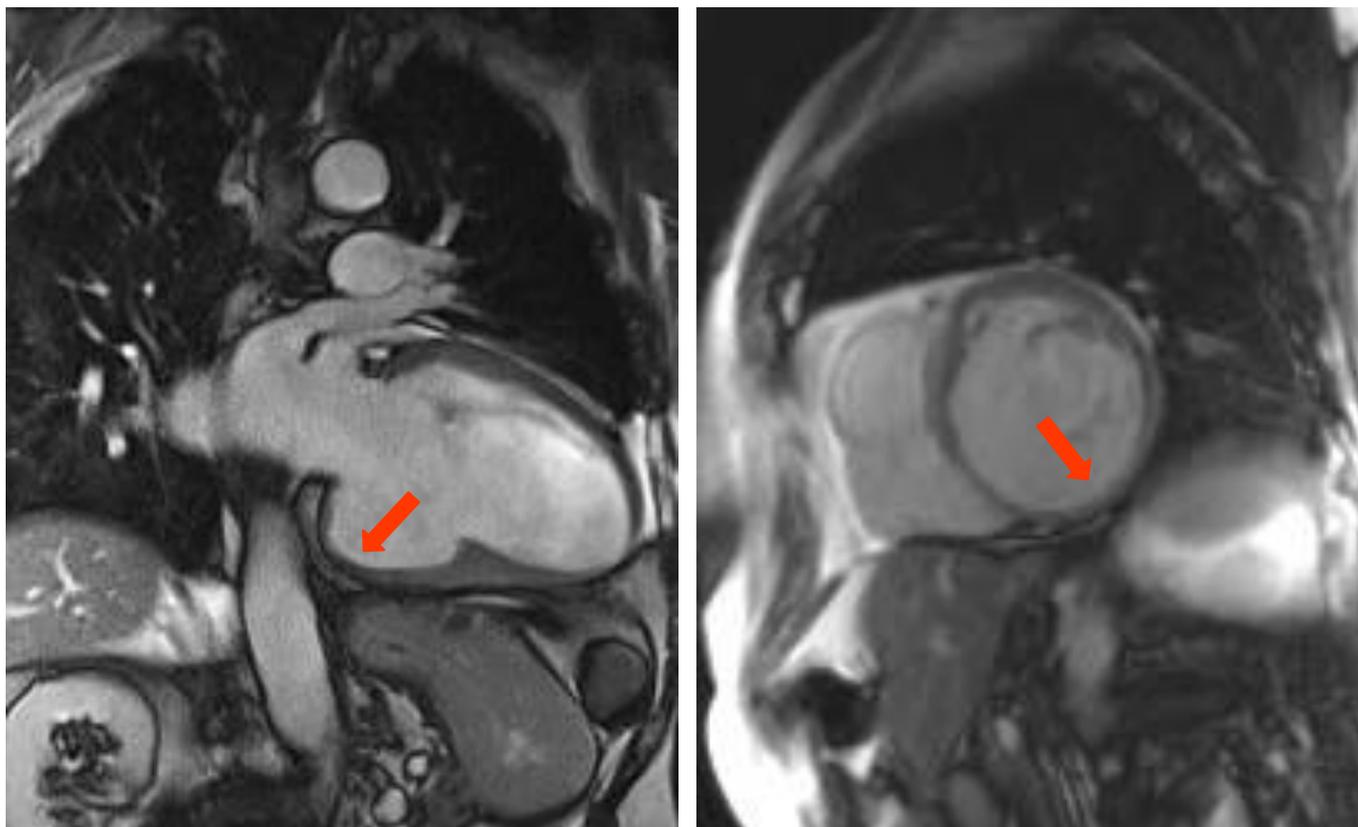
RM cardíaca realizada um ano após IAM, mostrando a presença de um aneurisma na parede ínfero-basal.
